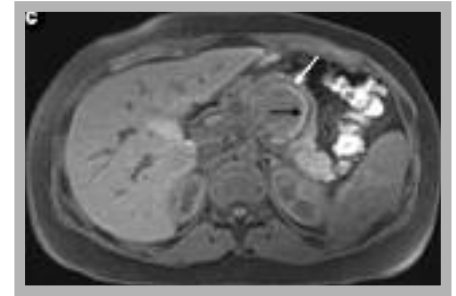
RMN. NELL'IMMAGINE ASIALE "FAT SUPPRESSED" T1W LA PSEUDOCAPSULA FIBROSA È IPOINTENSA (FRECCIA BIANCA) E VI È UN MARGINE INTERNO PERIFERICO CON ALTO SEGNALE (FRECCIA NERA), REPERTO CONCORDANTE CON EMORRAGIA
